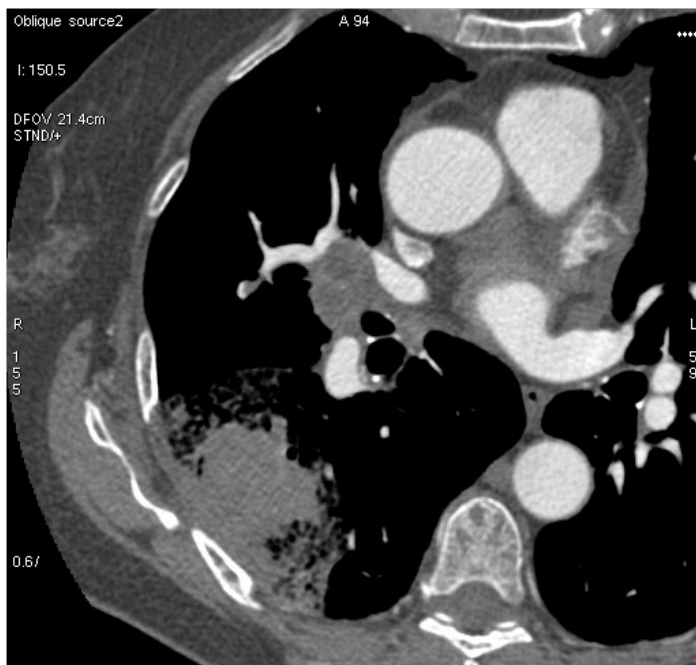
A. Tomografia computadorizada demonstrando massa pulmonar tumescente de contornos irregulares, com halo de atenuação em vidro fosco no lobo inferior direito, associado à linfonodomegalias hilares. B. Reconstrução no plano coronal da mesma imagem de A.
